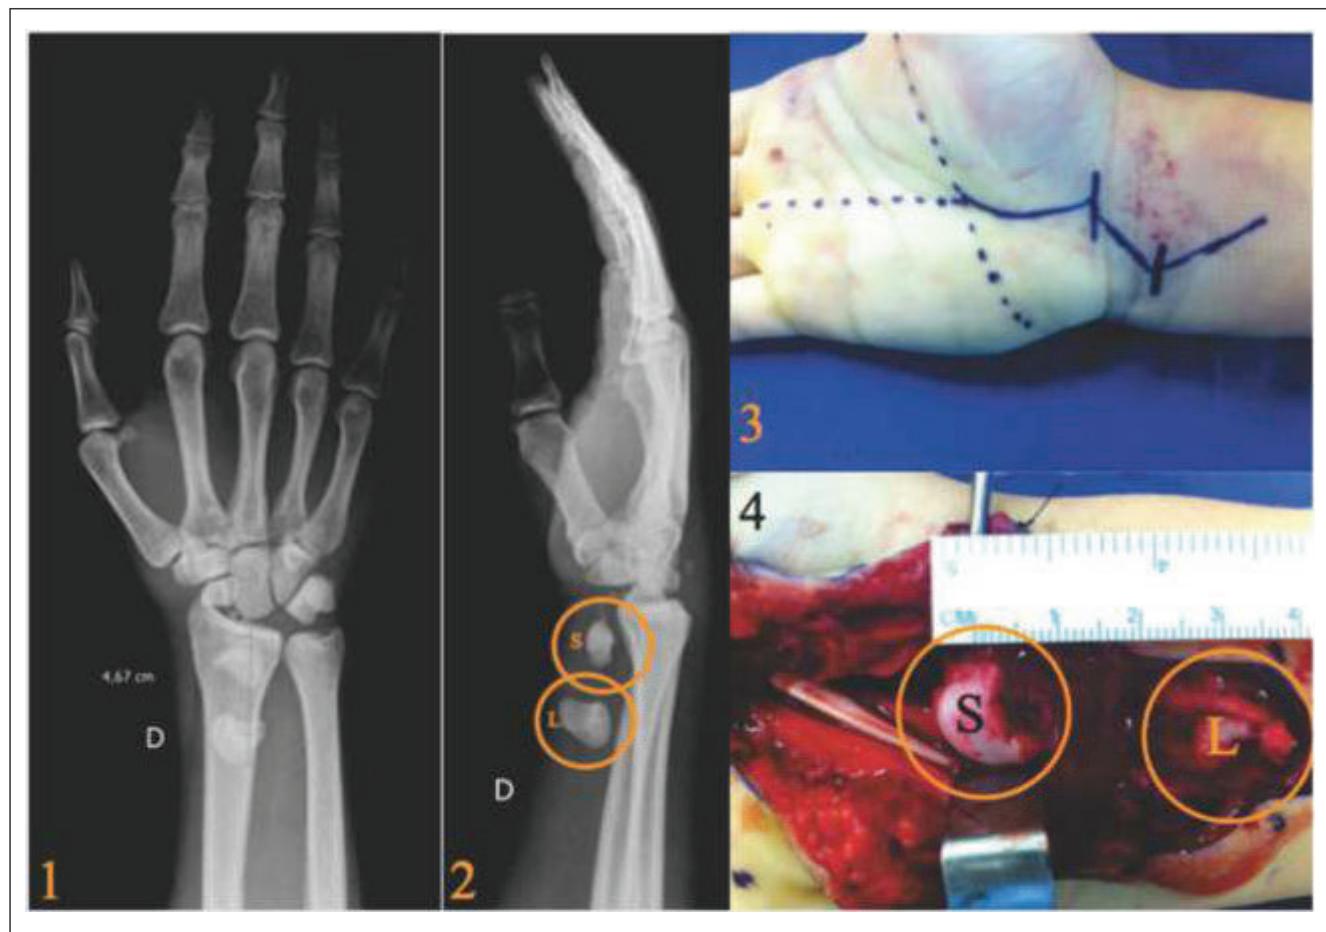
3.1 and 3.2. Anteroposterior and right wrist profile radiographs, showing enucleation of scaphoid (S) and lunate (L); 3.3. Surgical planning; 3.4.Intraoperative image, showing enucleation of scaphoid (S) and lunate (L).
